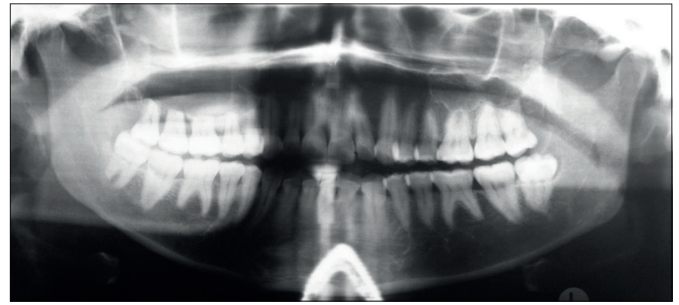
Orthopantomogramme montrant une rhizalyse des 15, 16, 17 et 18 avec lyse osseuse en regard.
